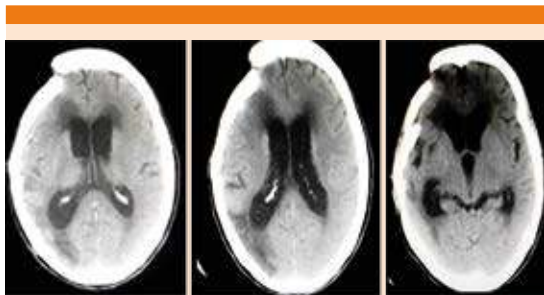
Tomografía de cráneo simple que muestra cambios posquirúrgicos por área de craniectomía frontoparietal derecha, dos imágenes hipodensas en sitio de la arteria cerebral posterior en la región parietooccipital derecha, ventriculomegalia, imagen lineal hiperdensa, encefalomalacia.
